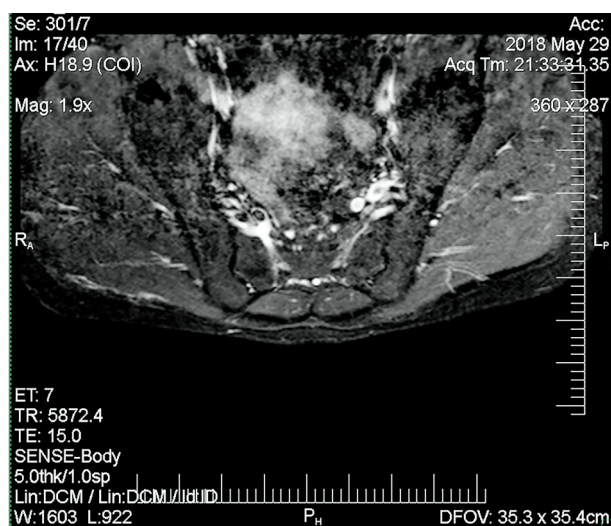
МРТ крестцово-подвздошных сочленений при первичном обращении
